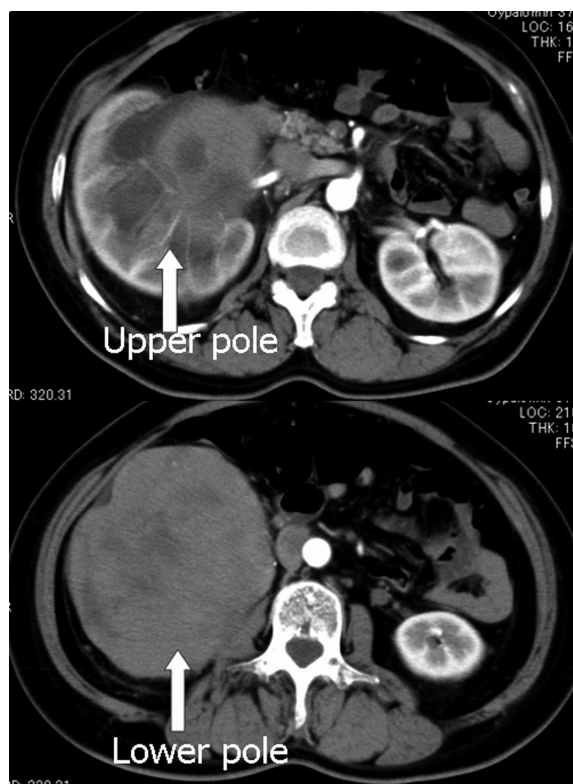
Abdominal CT scan shows large mass 12 cm in diameter and hydronephrosis in the upper pole of the right kidney.
